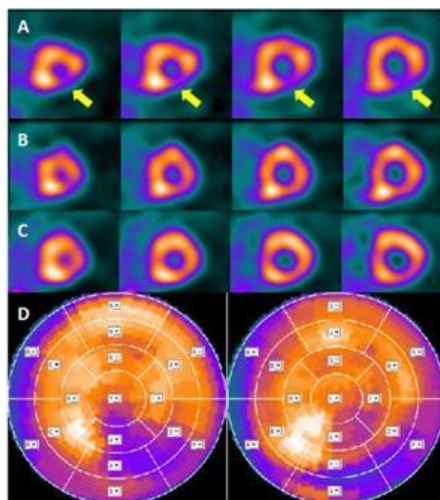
Isquemia miocárdica en SPECT desencadenada tras estrés mental. Las imágenes del apartado A son obtenidas tras el estrés mental. La flecha muestra el claro defecto de perfusión miocárdica en la pared ínfero-lateral del ventrículo izquierdo. Vaccarino et al.<sup>24</sup>. SPECT: Tomografía computerizada por emisión de positrones.
